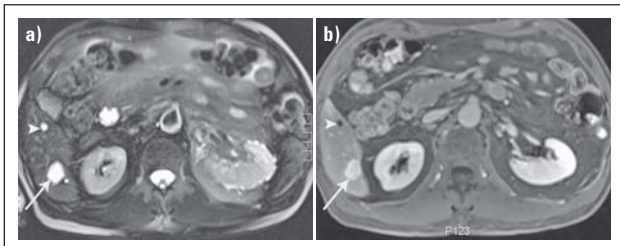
MRT-Kontrastmittel zur Differenzierung zwischen Leberzyste und Hämangiom. (a) T2-gewichtetes Bild zeigt 2 ähnlich erscheinende helle oder hyperintense Läsionen im Segment 6 des rechten Leberlappens (Pfeil und Pfeilspitze). Eine Differenzierung zwischen beiden Läsionen ist nicht möglich. (b) In dem T1-gewichteten Bild nach KM-Gabe zeigt das Hämangiom (Pfeil) eine kontinuierliche KM-Aufnahme von der arteriellen zur Äquilibriumphase (so genanntes „Pooling“), wobei die Zyste keine KM-Aufnahme aufweist und daher dunkler als das Lebergewebe ist.
